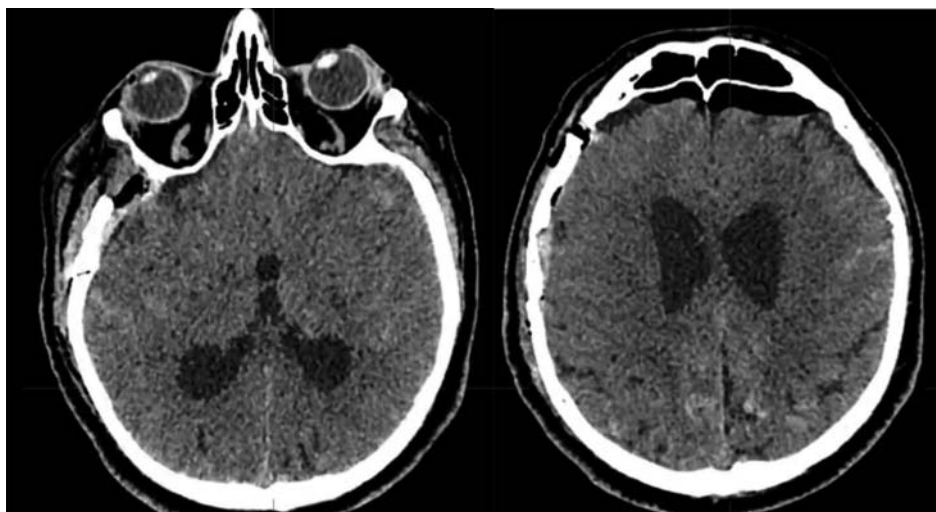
Послеоперационный КТ-контроль без признаков ишемических изменений и повторных кровоизлияний
